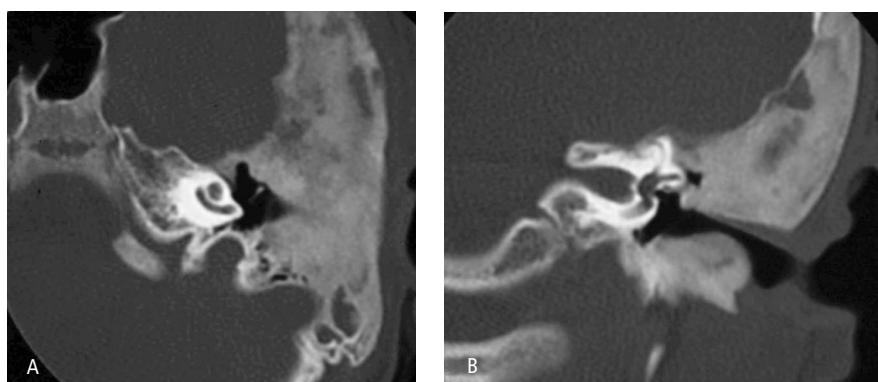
(a y b). TC del hueso temporal en corte axial y coronal a nivel del oído medio demostrando lesión ósea monostótica que involucra las porciones escamosa y mastoidea temporal izquierdas con el clásico aspecto en vidrio despuñido característico de displasia fibrosa.
